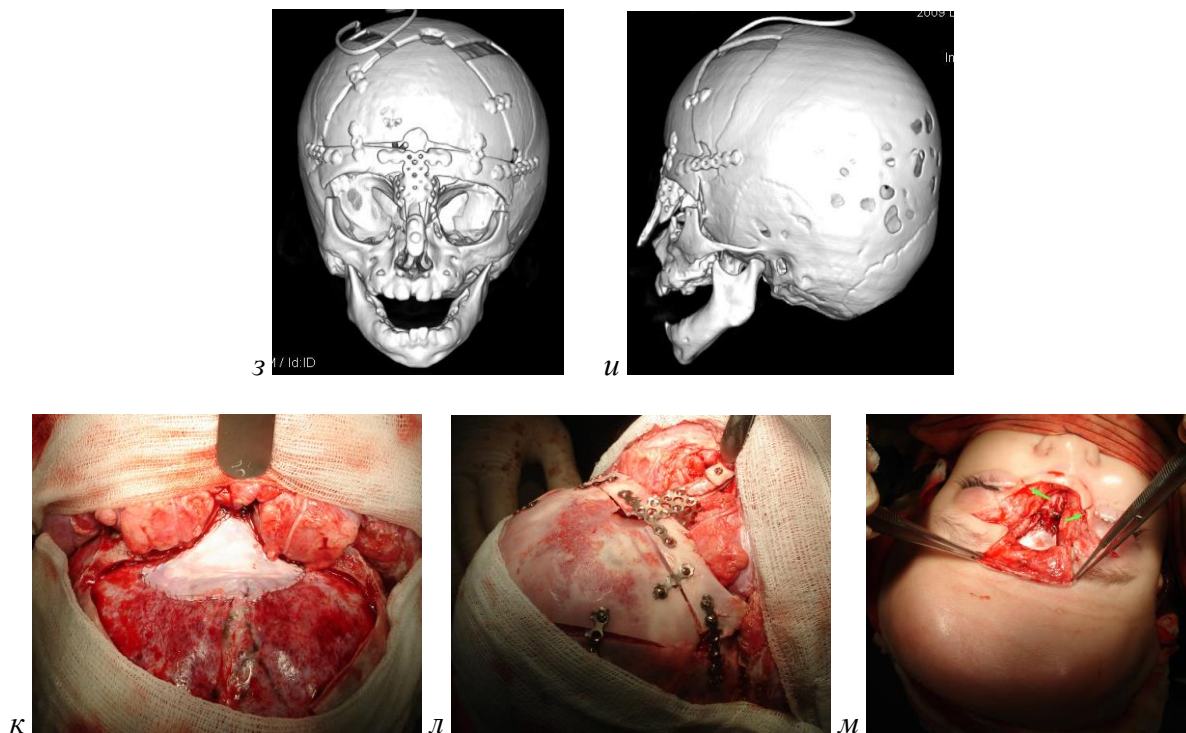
Пациент Ш. 8 мес. с гигантской врождённой передней черепно-мозговой грыжей. Фотографии до (а, б) и после (с, д) операции. КТ головы до операции (е, е). КТЗД черепа до (ё, ж) и после (з, и) операции. Интраоперационные фотографии: к – грыжевой дефект твёрдой мозговой оболочки устранён свободным надкостничным лоскутом; л – из костных аутогрансплантатов со свода черепа смоделированы спинка, скаты и передне-верхние отделы медиальных стенок глазниц, которые фиксированы титановыми пластинами между собой и к сближенным фрагментам глазниц после проведения верхней U-образной остеотомии глазниц; м – удаление грыжевого мешка и пластика мягких тканей лица по А. Fuente Del Campo (зелёными стрелками указаны внутренние углы глазных щелей).
